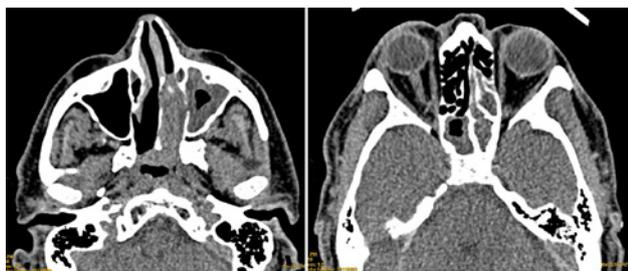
TAC al diagnóstico. A la izquierda, tumoración en fosa nasal izquierda y ocupación de seno maxilar izquierdo. A la derecha, ocupación de esfenoides y etmoides izquierdos.
